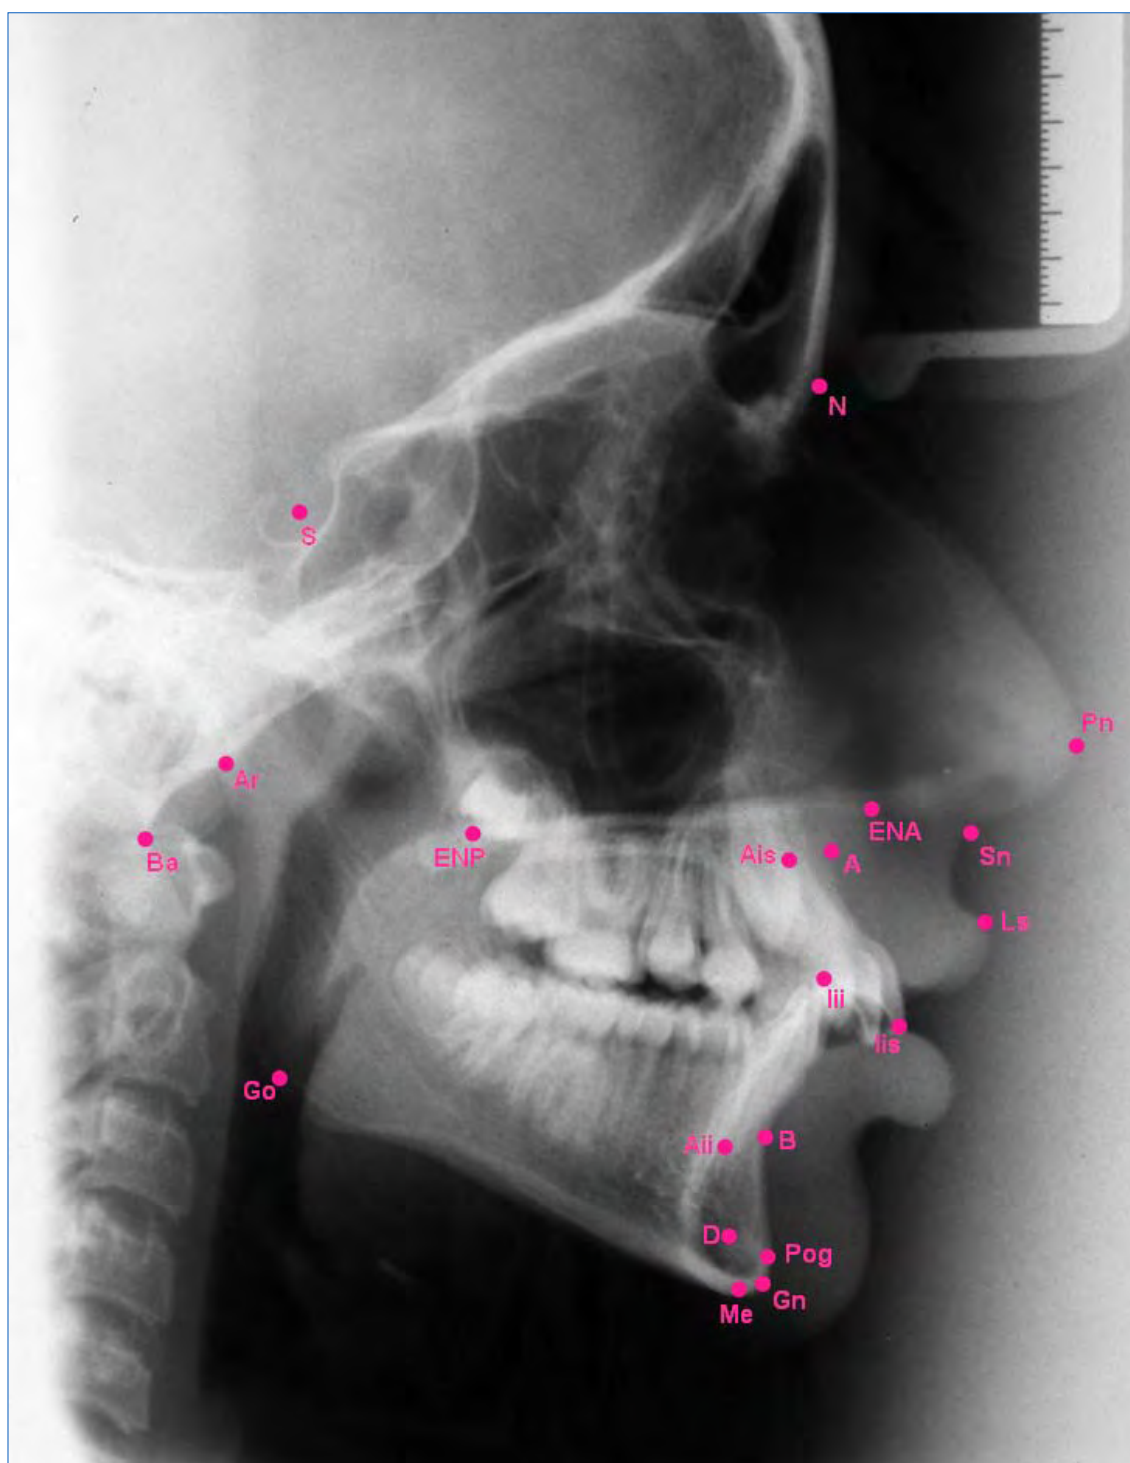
Sobre a imagem da telerradiografia lateral digitalizada e exposta na tela do computador, foram demarcados os seguintes pontos cefalométricos: Ba, S, N, ENA, A, B, D, Ar, Pog, ENP, Go, Gn, Me, Ais, Iis, Aii, Iii, Pn, Sn, e Ls.
